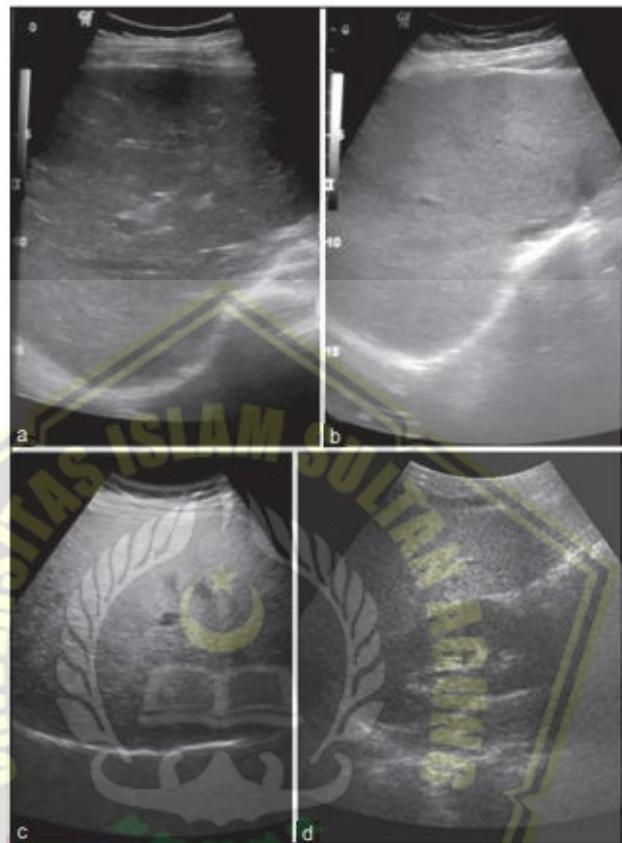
Gambaran peningkatan ekogenesitas pada USG parenkim hati atau “hati cerah” (Lee and Park, 2014).
